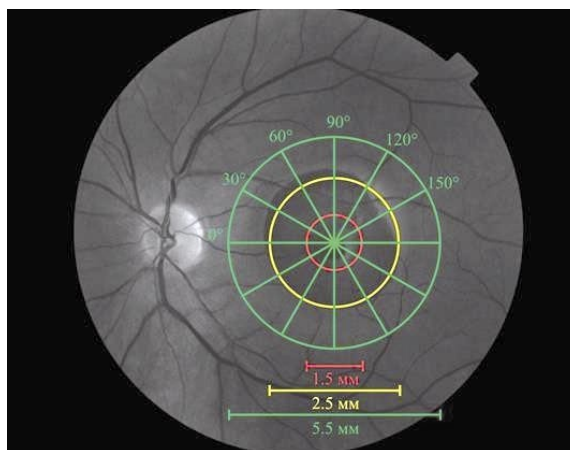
топографическая градация зон для выполнения ОКТ-сканирования у пациента с СМК. Примечание: ОКТ – оптическая когерентная томография, СМК – субмакулярное кровоизлияние.
